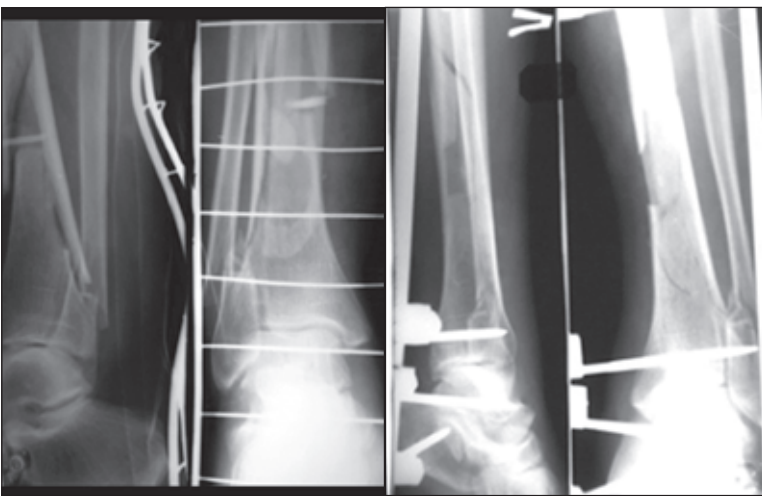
Фотоотпечатки рентгенограмм пациента И., произведенных до и после операции (открытая репозиция отломков pilon'a и внеочаговый остеосинтез СНФ)
